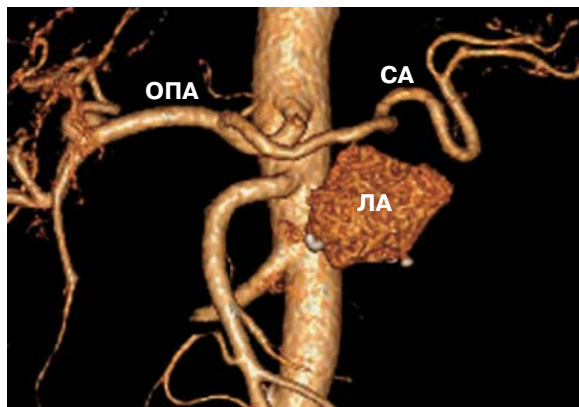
МСКТ-изображение, 3D-реконструкция. ОПА – общая печеночная артерия; СА – селезеночная артерия; ЛА – ложная аневризма.
